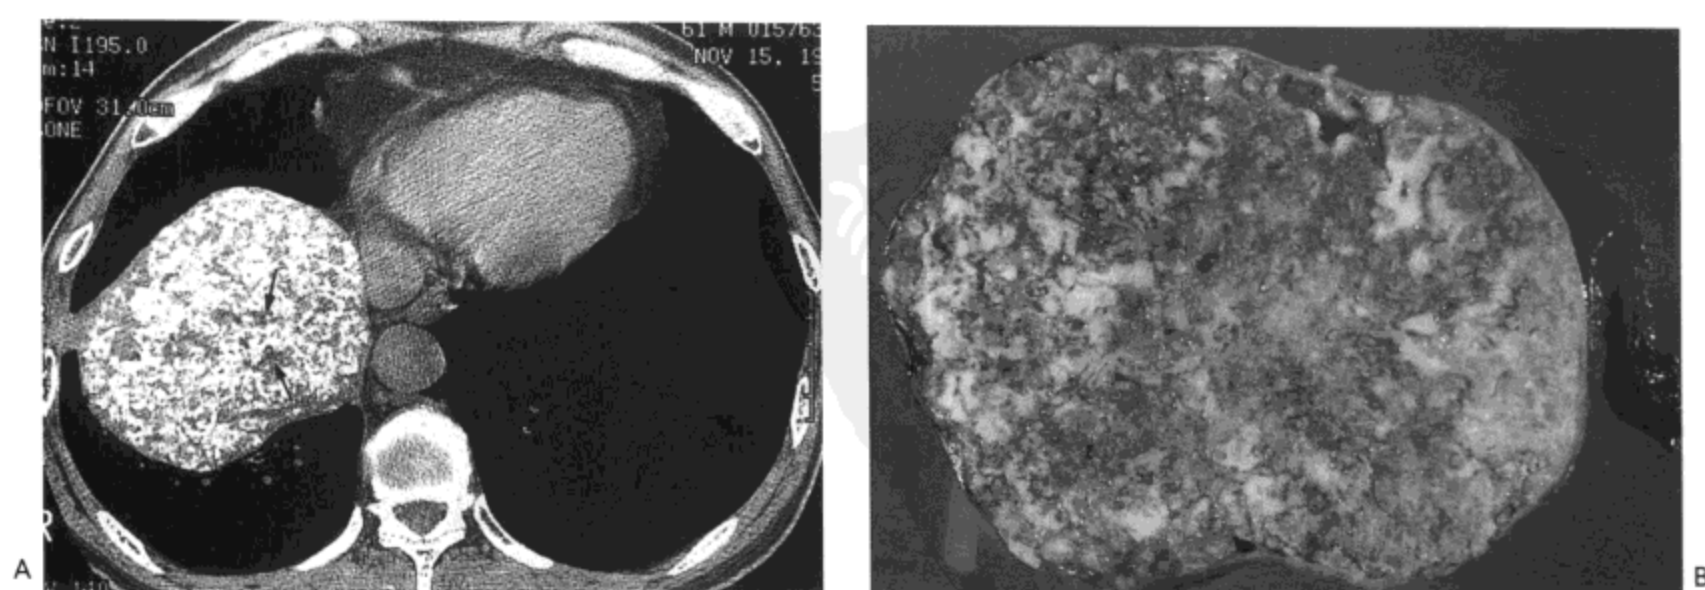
错构瘤。A: CT 影像 (1.0mm 层厚) 示右肺下叶一大的肿块。肿块内广泛钙化与小的软组织灶及脂肪密度 (箭号)。B: 切除标本的矢状切面示肿瘤含不规则形珠白色软骨小叶与淡黄色脂肪组织。病人男, 61 岁。
